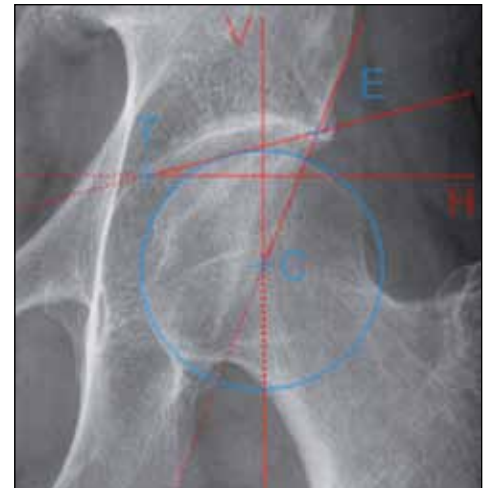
Angles VCE et HTE sur une radiographie de face de la hanche gauche.
